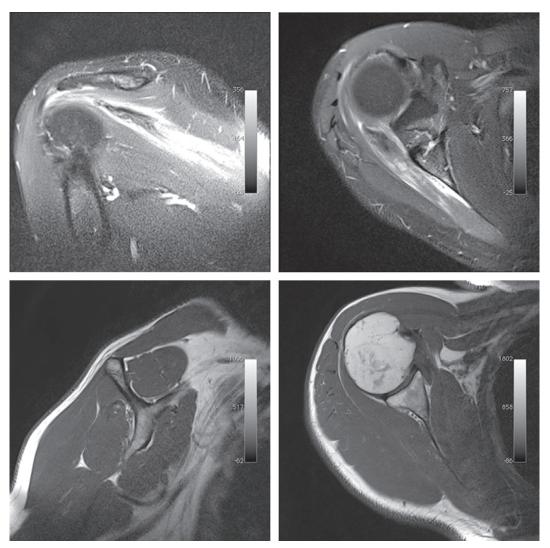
IRM d'épaule droite en séquence T2 fat sat montrant un œdème musculaire et une rupture à la jonction musculotendineuse de l'infraépineux (coupes coronale et axiale). Séquences T1 montrant l'absence d'infiltration graisseuse de l'infraépineux à la phase aiguë (coupes coronale et axiale).
